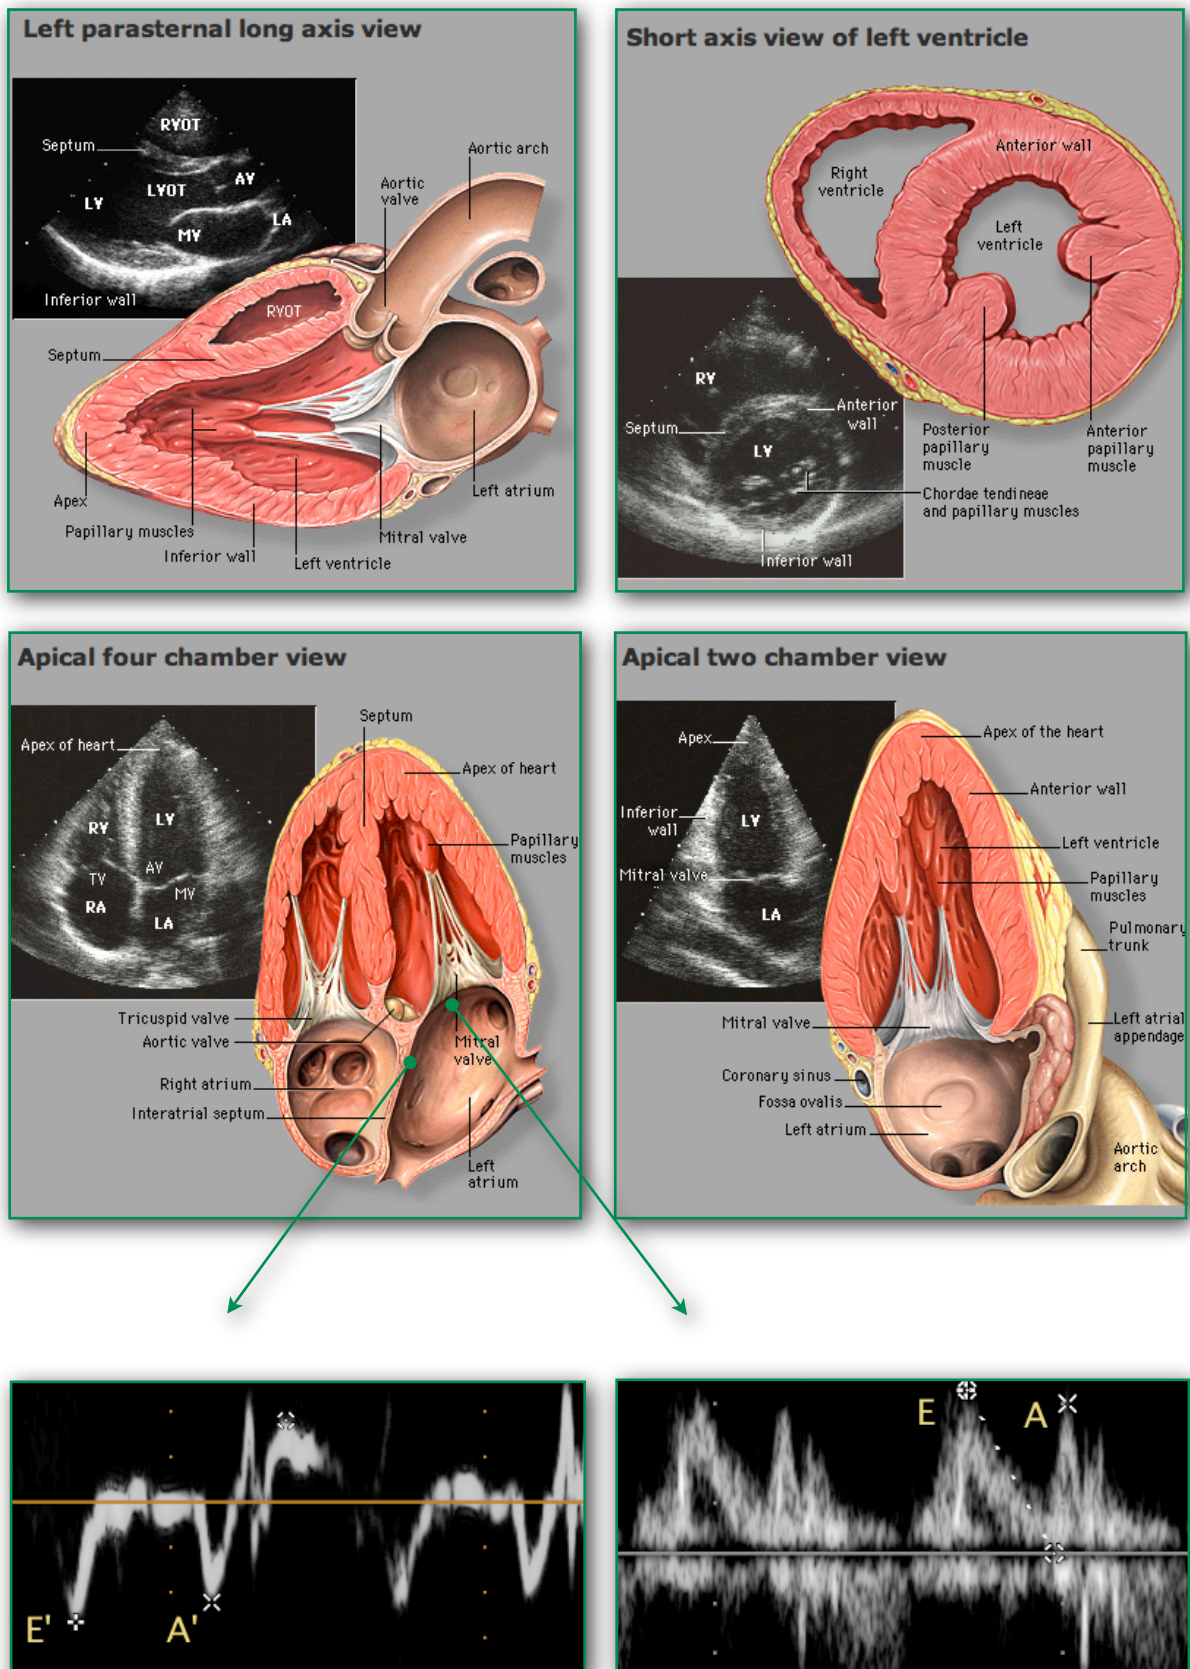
Übersicht der echokardiographischen Schnittebenen
